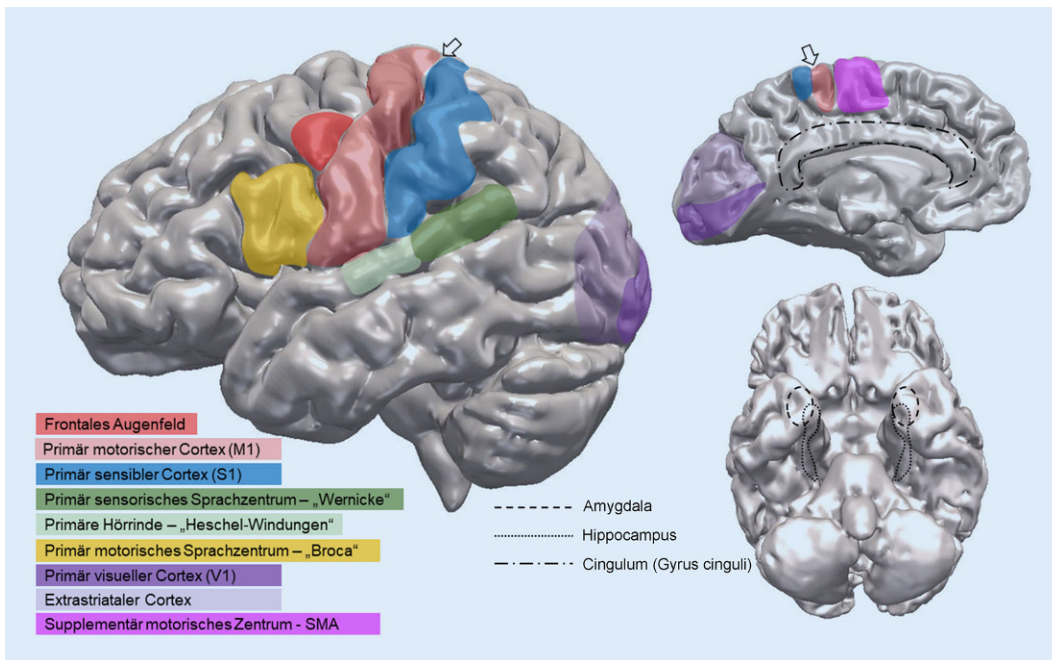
◀ 3-D-MRT-Rekonstruktion eines Gehirns mit Darstellung der im Text erwähnten Kortexareale. Es sei darauf hingewiesen, dass die markierten Areale in Bezug auf die eloquenten Regionen nur den Schwerpunkt des benannten eloquenten Areals darstellen und die eloquente Region oft ausgedehnter ist als hier dargestellt. Eine extraoperative und/oder intraoperative elektrische kortikale Stimulation stellt somit nach wie vor den Goldstandard zur Ermittlung eines eloquenten Areals dar, da diese nicht allein anatomisch definiert werden können
